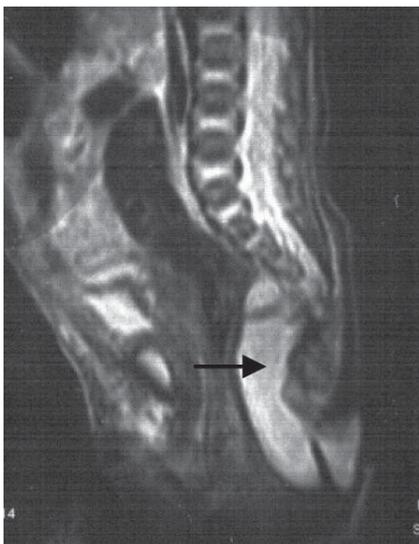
Ressonância magnética nuclear da região lombossagrada (corte sagital), mostrando lesão com componente maioritariamente cística no espaço pré-sagrado (seta).
